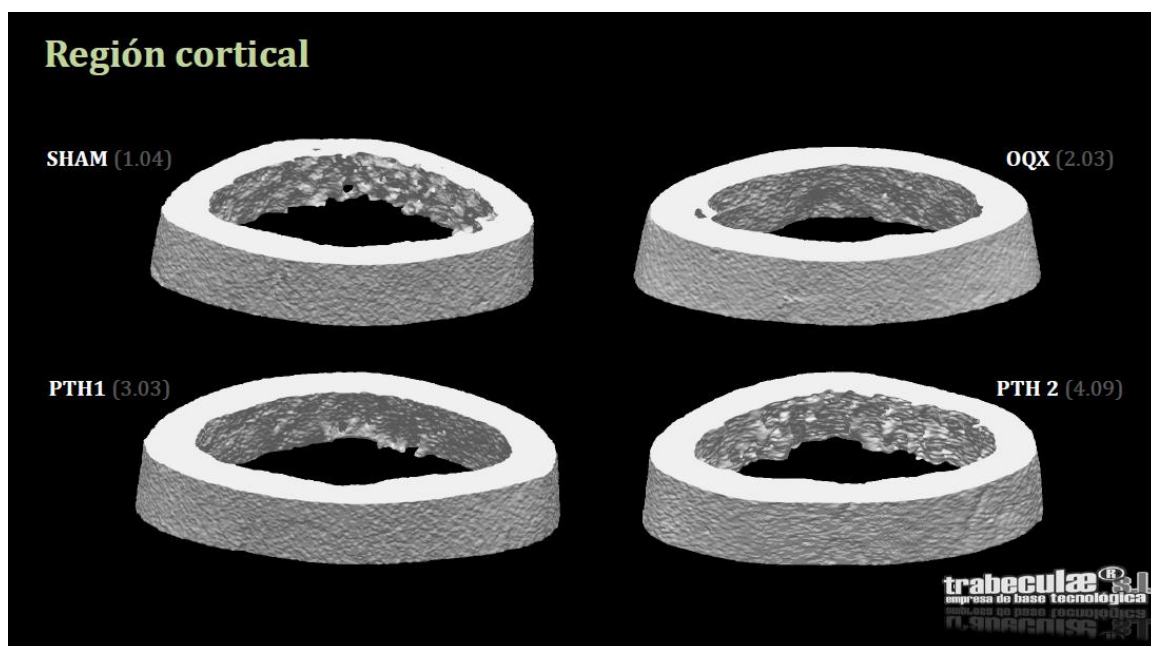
Imágenes representativas de la microarquitectura ósea cortical del fémur en 3D obtenidas mediante μCT . Las muestras se obtuvieron de los distintos grupos formados por ratas a las que se realizó una operación simulada (SHAM), ratas operadas (OQX) y ratas OQX tratada con PTH 10 $\mu\text{g/Kg/día}$ (OQX+PTH1) y PTH 50 $\mu\text{g/Kg/día}$ (OQX+PTH2).
